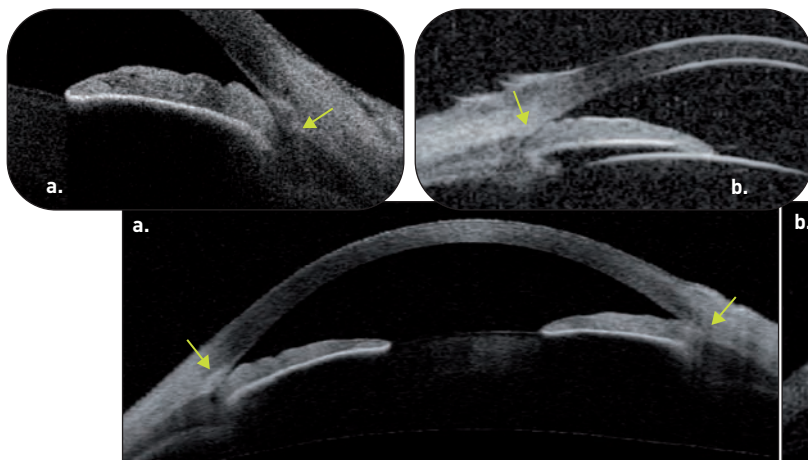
a. OCT Visante® b. Échographie UBM. Syndrome d'iris plateau après iridotomie laser : étroitesse persistante de l'angle, insertion antérieure de l'iris avec rotation antérieure des corps ciliaires (par rapport aux éperons scléaux : flèches), sulcus ciliaire étroit, chambre antérieure de profondeur relativement importante au centre (> 2 mm).
